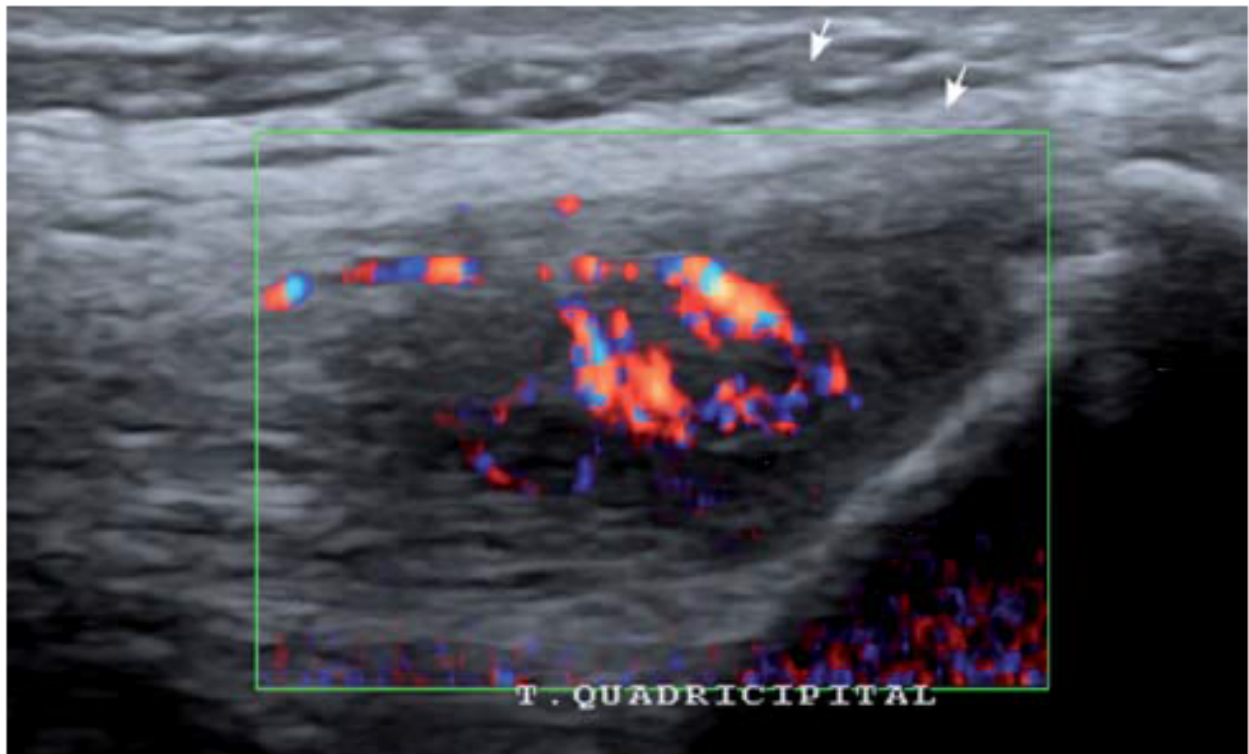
Apport du Power Doppler Couleur : Images montrant une hypervascularisation nette au sein des remaniements hypoéchogènes du tendon quadrcipital confirmant le caractère pathologique de cette portion [74].
